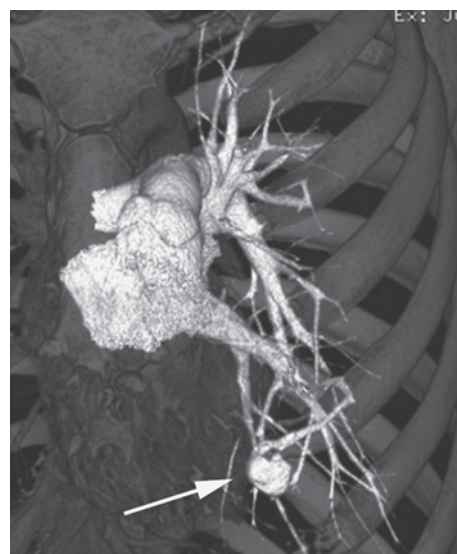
Contrast enhanced CT shows a single Pulmonary arteriovenous malformation with a feeding artery diameter of 3.5 mm.
